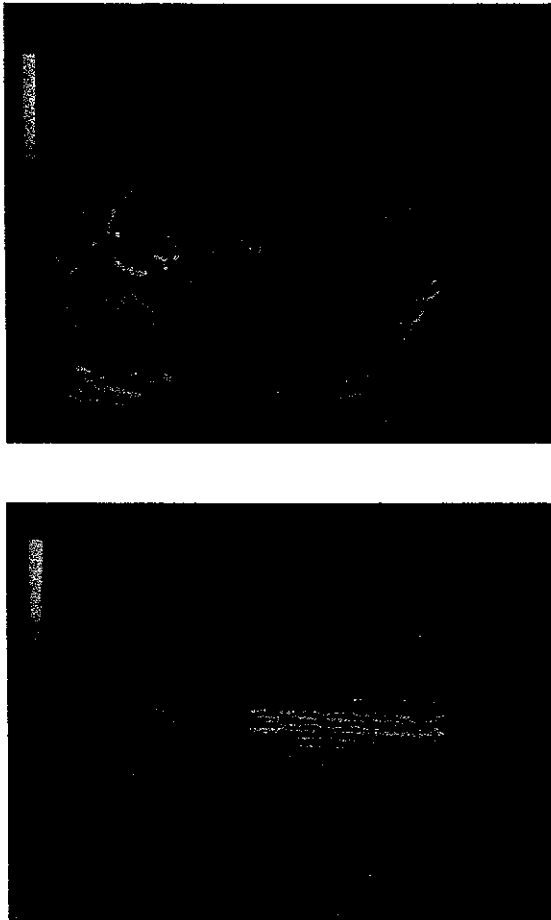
Ecografía transversal y longitudinal de una paciente de 20 años de edad, con amenorrea de 12.2 semanas y sangrado transvaginal escaso. HCG 422,620.0 mUI/ml
